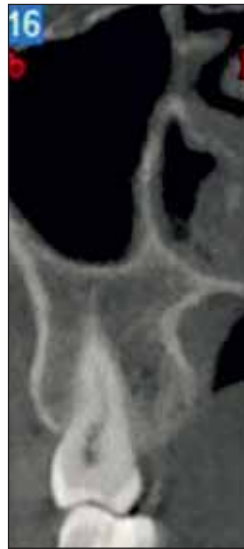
Dublă curbură a canalului, în formă de S (imagine CBCT secțiune frontală)
